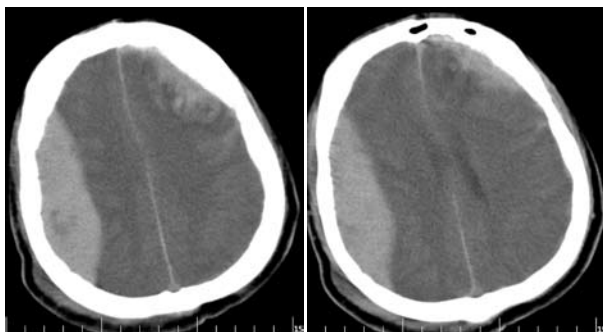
Серія СКТ. Хворий К., 36 років. Епідуральна гематома зліва в скронево-тім'яній ділянці. Геморагічний забій правої лобової частки базально
